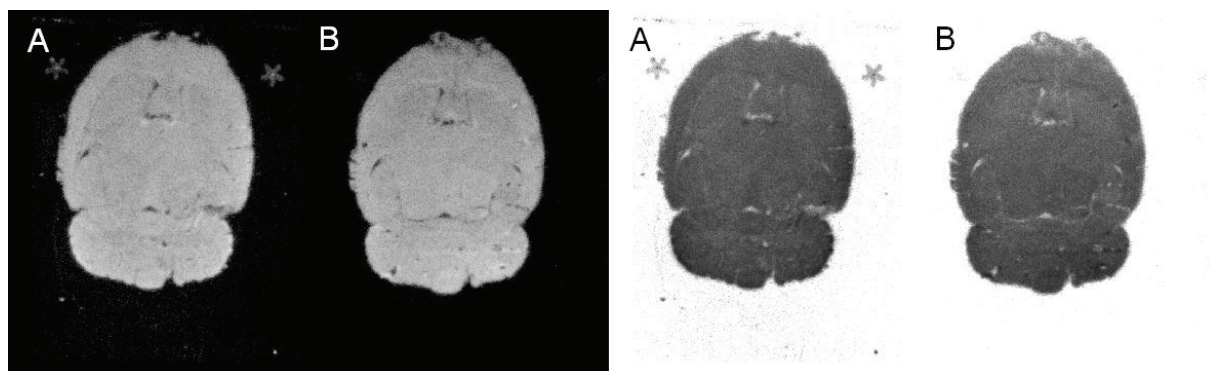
Darstellung der mittels Autoradiographie ermittelten Radioaktivitätsverteilung zweier mit *rac* 4-((3-[18 F]Fluorphenoxy)(phenyl)methyl)piperidin 12 inkubierter Rattenhirnschnitte, rechts mit normalem, links mit invertiertem Kontrast
